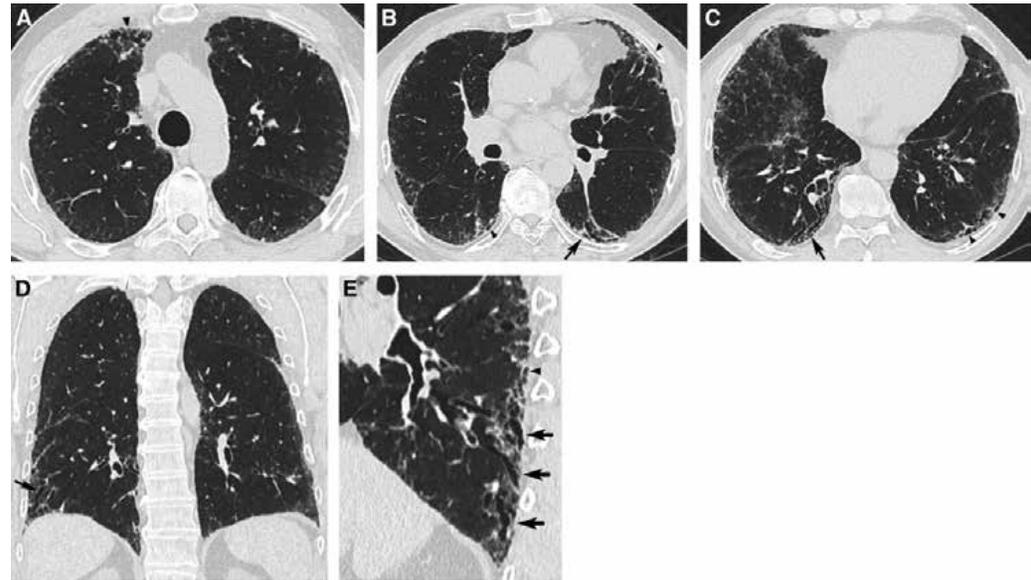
Pattern di polmonite interstiziale comune (UIP) probabile. (A-C) Tomografia computerizzata trasversale (TC), (D) ricostruzione coronale di entrambi i polmoni, e (E) vista sagittale ingrandita del lobo inferiore destro che illustra la presenza di un pattern reticolare con bronchiolectasie periferiche a predominanza subpleurica e basale. A seconda del loro orientamento rispetto al piano della sezione CT, le bronchiolectasie da trazione periferiche appaiono come strutture tubolari (frecce) o cistiche (frecce). Si noti la presenza simultanea di opacità lievi a vetro smerigliato nelle aeree subpleuriche di entrambi i polmoni e l'assenza di honeycombing. UIP è stato confermato all'istologia.
